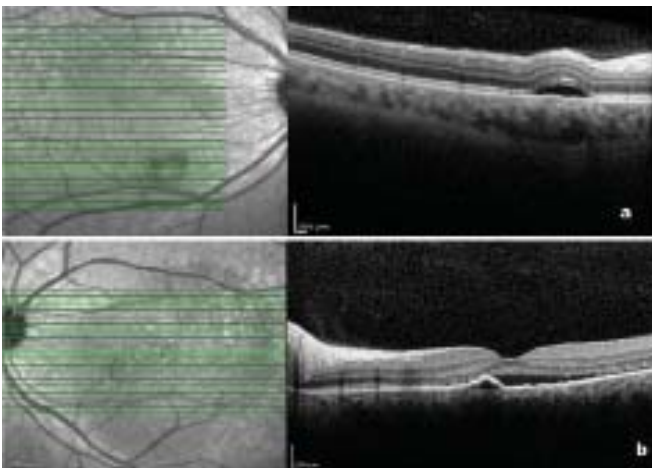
İkinci hafta kontrolünde optik koherens tomografide sağ ve sol gözde subretinal sıvıda azalma (a,b), sol göz fundus otofloresans görüntülemesinde ise 'ooze' bulgusu (c) görülmekte.
